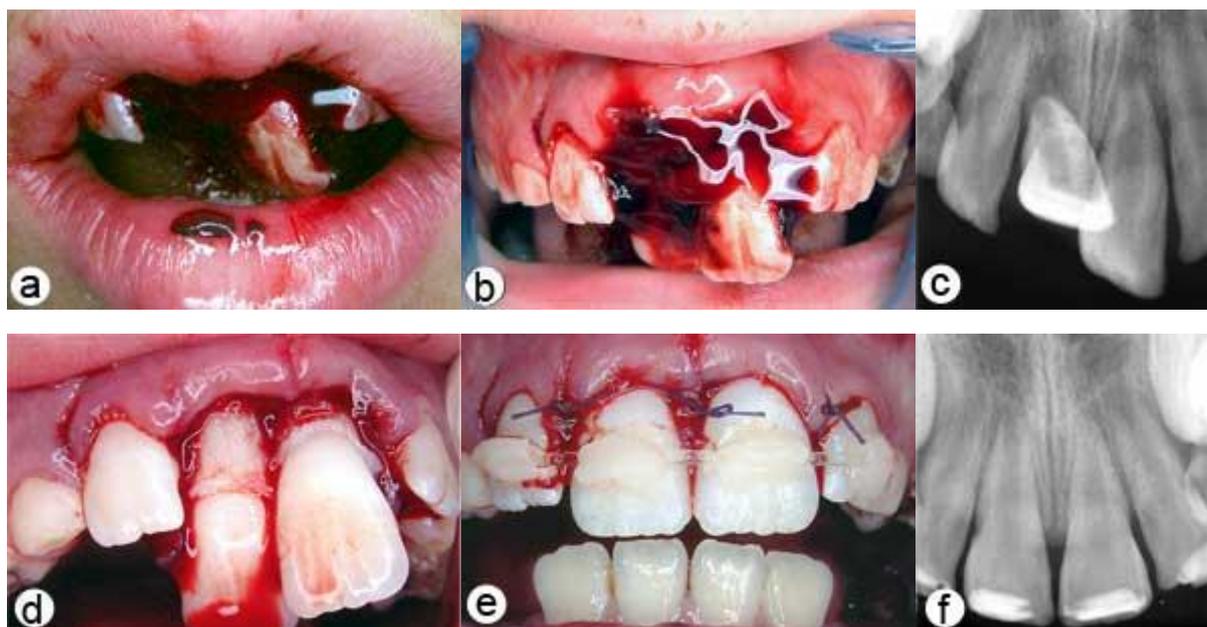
Examen initial du patient. a) Vue extrabuccale montrant l'étendue de la fermeture de la mâchoire. b) Vue intrabuccale. c) Vue radiographique des incisives extrudées. d) Vue intrabuccale après l'enlèvement du caillot par irrigation avec du sérum physiologique. e) Vue des incisives après réduction, mise en place de l'attelle et suture. f) Vue radiographique des incisives après leur repositionnement, révélant les larges canaux radiculaires et apex ouverts [49].
